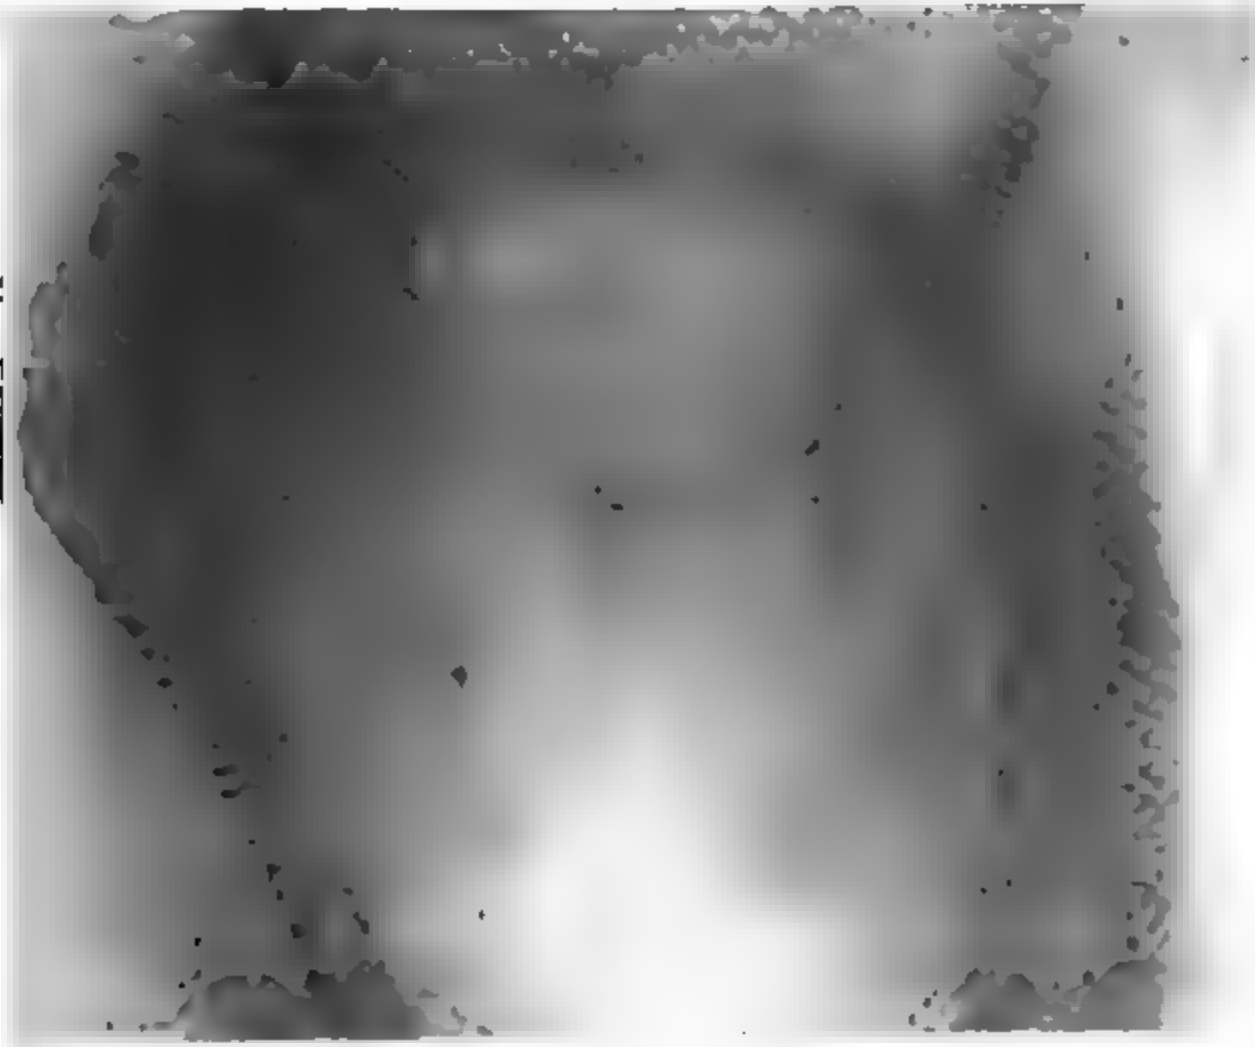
II. — Radiographie prise de face. Hanche gauche luxée.
